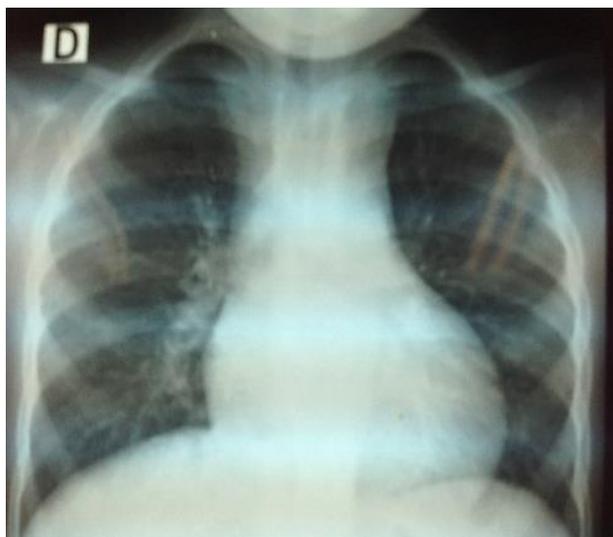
Radiographie thoracique de face de l'enfant
